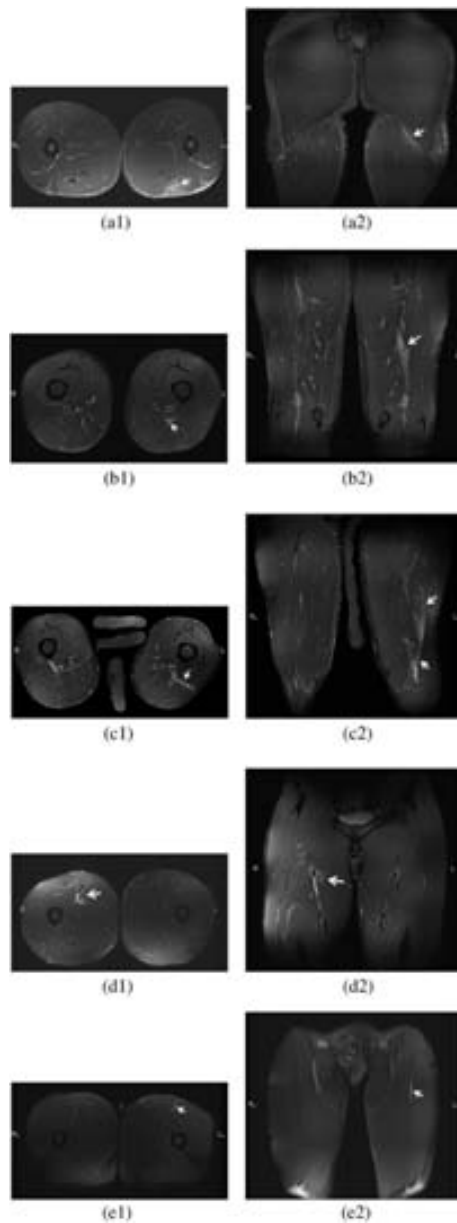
Axial and coronal images from MRI of grade I injuries: (a) left proximal long head biceps femoris (Axial (1) and coronal (2) images of the left proximal long head biceps femoris showing a grade I injury (the small hyperintensity area of edema).), (b) left distal semimembranosus (Axial (1) and coronal (2) images showing a grade I injury (small area of edema) in the left distal semimembranosus.), (c) left distal long head biceps femoris (Grade I injury in the left distal long head biceps femoris. Axial (1) and coronal (2) images showing minor edema. Material to separate the limbs is shown between right and left thighs.), (d) right proximal adductor longus (Axial (1) and coronal (2) images showing a grade 1 injury in the right proximal adductor longus (small area of edema).) and (e) left proximal indirect head rectus femoris (Left proximal indirect head rectus femoris. Axial (1) and coronal (2) images showing minimal edema.).
